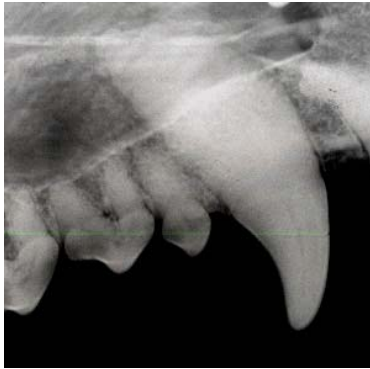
b Röntgenkuva: Aikuisen koiran kulmahammas, jonka dentiini eli hammasluukerros on paksu ja pulpaontelo on kapea.
